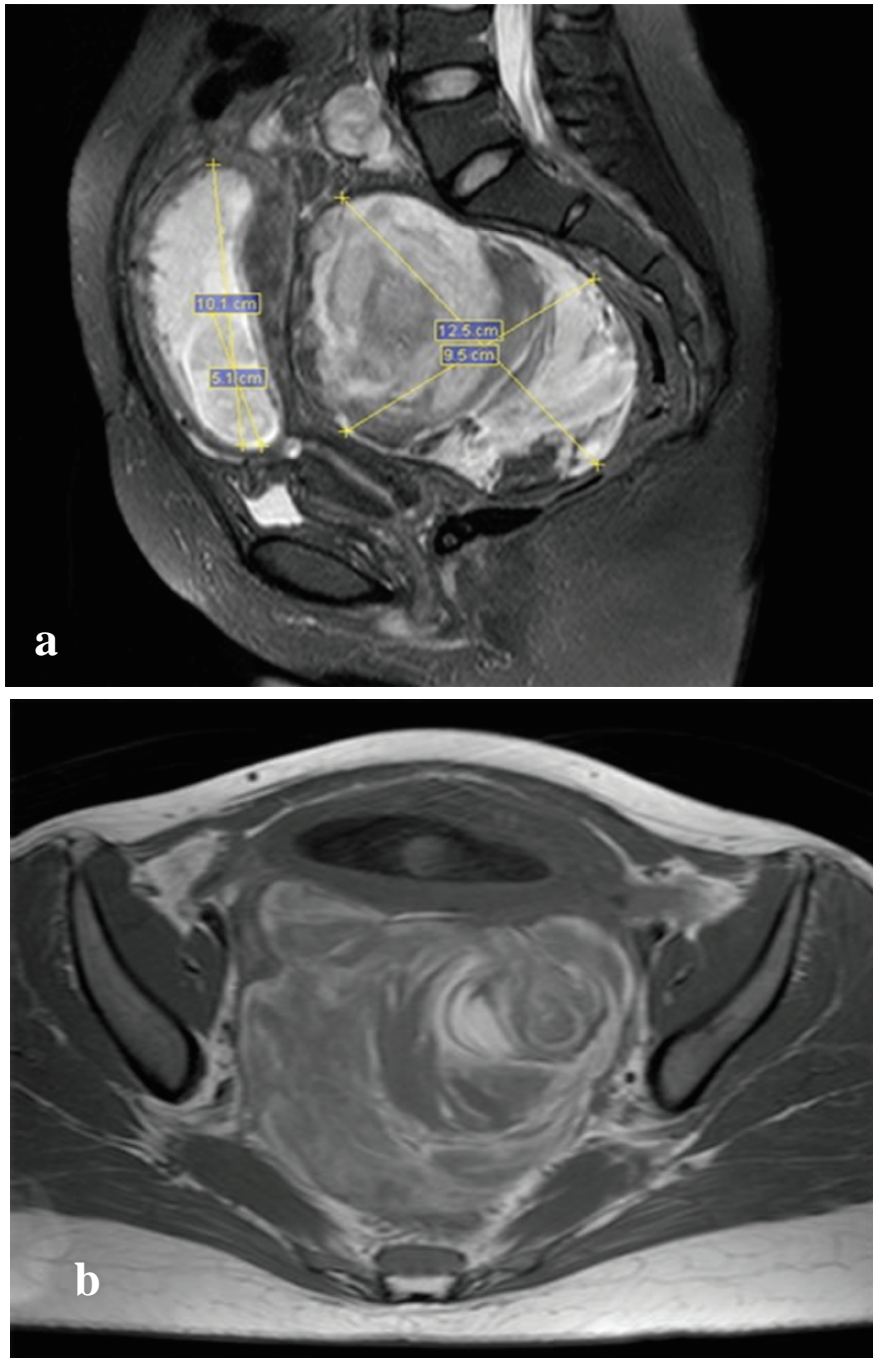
(a) IRM coupe séquence sagittale en T2, montrant un utérus avec une grossesse de 12 semaines en avant et une masse complexe occupant la région retro utérine ; (b) annexe en T2 IRM séquentielle, montrant une masse kystique importante d'aspect « peau d'oignon », qui pourrait correspondre à plusieurs épisodes de saignement [63].
